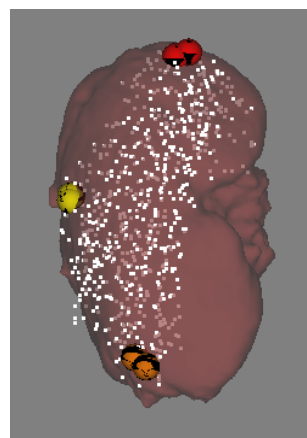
Recalage du rein isolé. En bordeaux : segmentation scanner, en blanc segmentation échographique.
